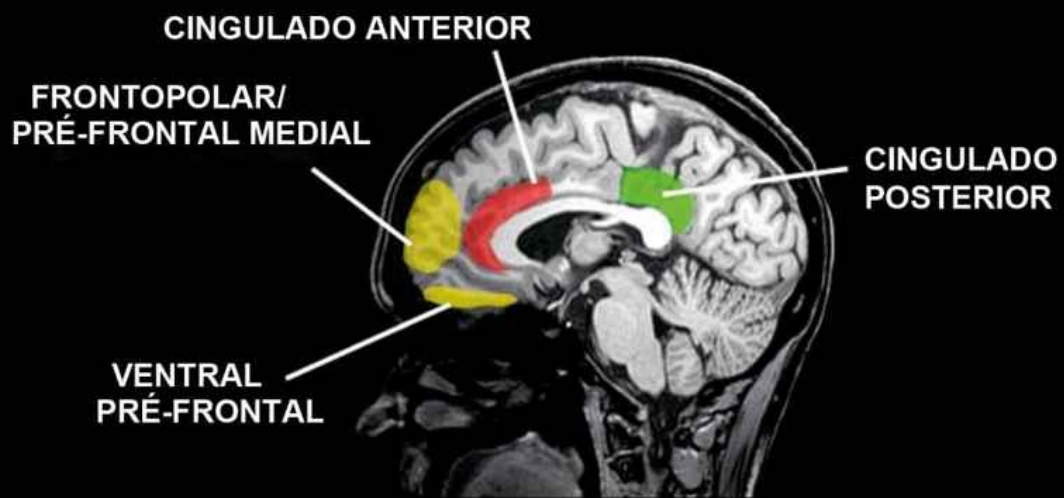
Visão lateral (topo), visão frontal (meio) e visão panorâmica (inferior) de imagem de ressonância magnética funcional (IRMF) mostrando as regiões do cérebro associadas apenas à decisão moral (verde), apenas à violência (vermelho) e áreas associadas tanto à violência como à decisão moral (amarelo).
